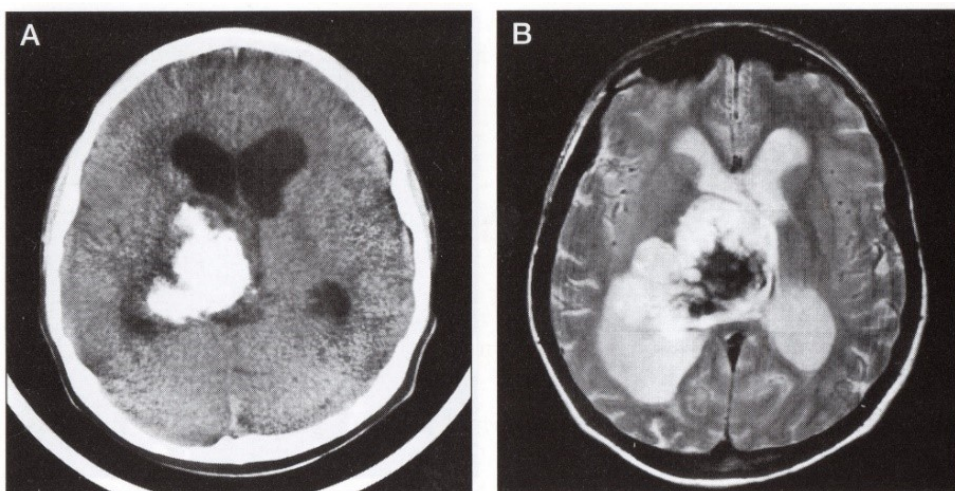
Glioblastom grade IV parietálního laloku, A: CT obraz po KL, B: MR obraz T1 po KL [12]
